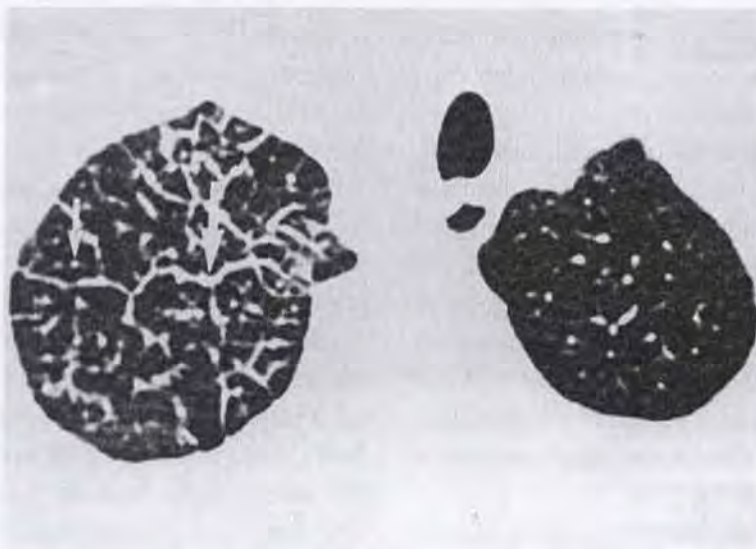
Tomografia computadorizada de alta resolução no plano dos lobos superiores, mostrando espessamento liso e nodular dos septos interlobulares à direita, assumindo o aspecto "em rosário" (seta maior). Há também nódulos centrolobulares que correspondem ao espessamento do feixe broncovascular central (seta menor). Não há distorção da arquitetura dos lóbulos secundários
